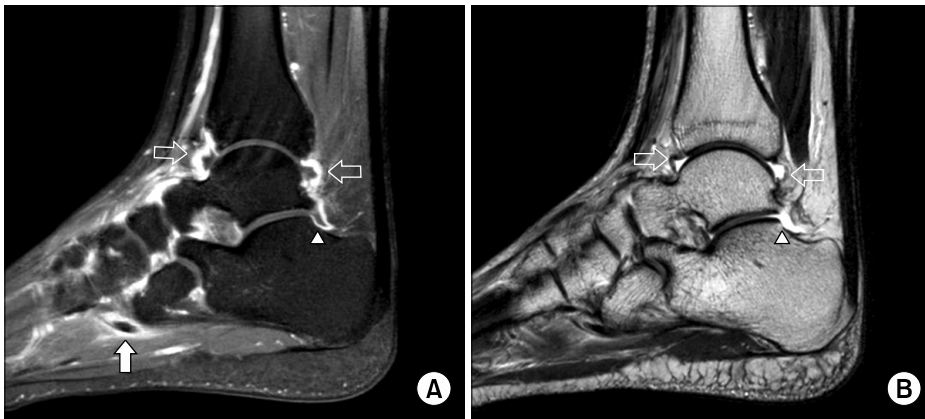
Right ankle MRI (sagittal view with contrast enhancement) demonstrated prominent tenosynovial enhancement along the peroneus longus (filled arrow) and synovial enhancement around the tibiotalar (empty arrow) and subtalar (arrowhead) joint in a T1 fat saturated image (A). Minimal effusion was observed around the tibiotalar (empty arrow) and subtalar (arrowhead) joint in a T2-weighted image (B).
